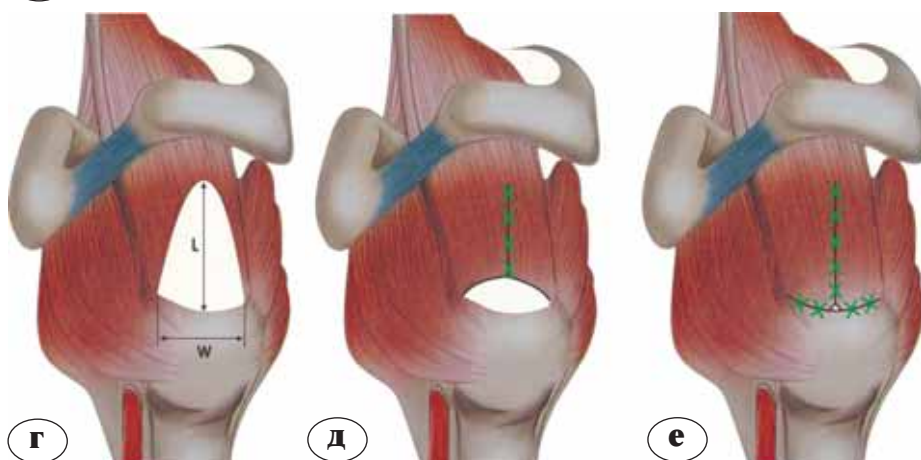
Пациент О. МРТ исследование – режим T2: а – косо-корональный; б – сагитальный сканы; в – скиаграмма МРТ-изображений $L > W$; $W < 2$ см; г – вид повреждения до реконструкции; д, е – вид повреждения после реконструкции
